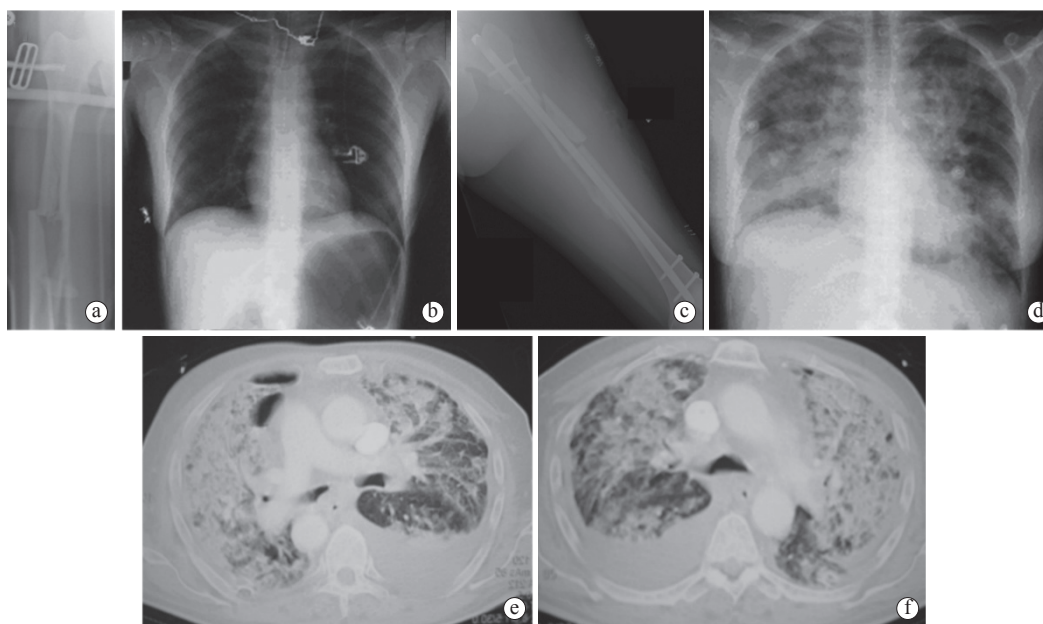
典型病例：多发伤合并左股骨干骨折 a. 术前 X 线片显示左股骨干骨折移位 b. 术前胸部 X 线片显示肺部少量挫伤 c. 术后股骨 X 线片显示股骨骨折髓内针内固定 d. 术后第 3 天，X 线片显示两肺中等量渗出 e、f. 转入重症监护室后，胸部 CT 检查显示两肺大量渗出伴胸腔积液
